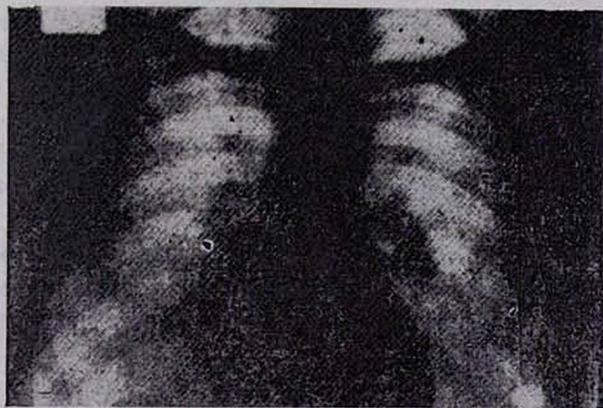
Рентгенограмма грудной клетки больного О. В легких—диффузная мелкоочаговая мономорфная диссеминация. Корни расширены за счет увеличенных плотных бронхопульмональных лимфоузлов.
